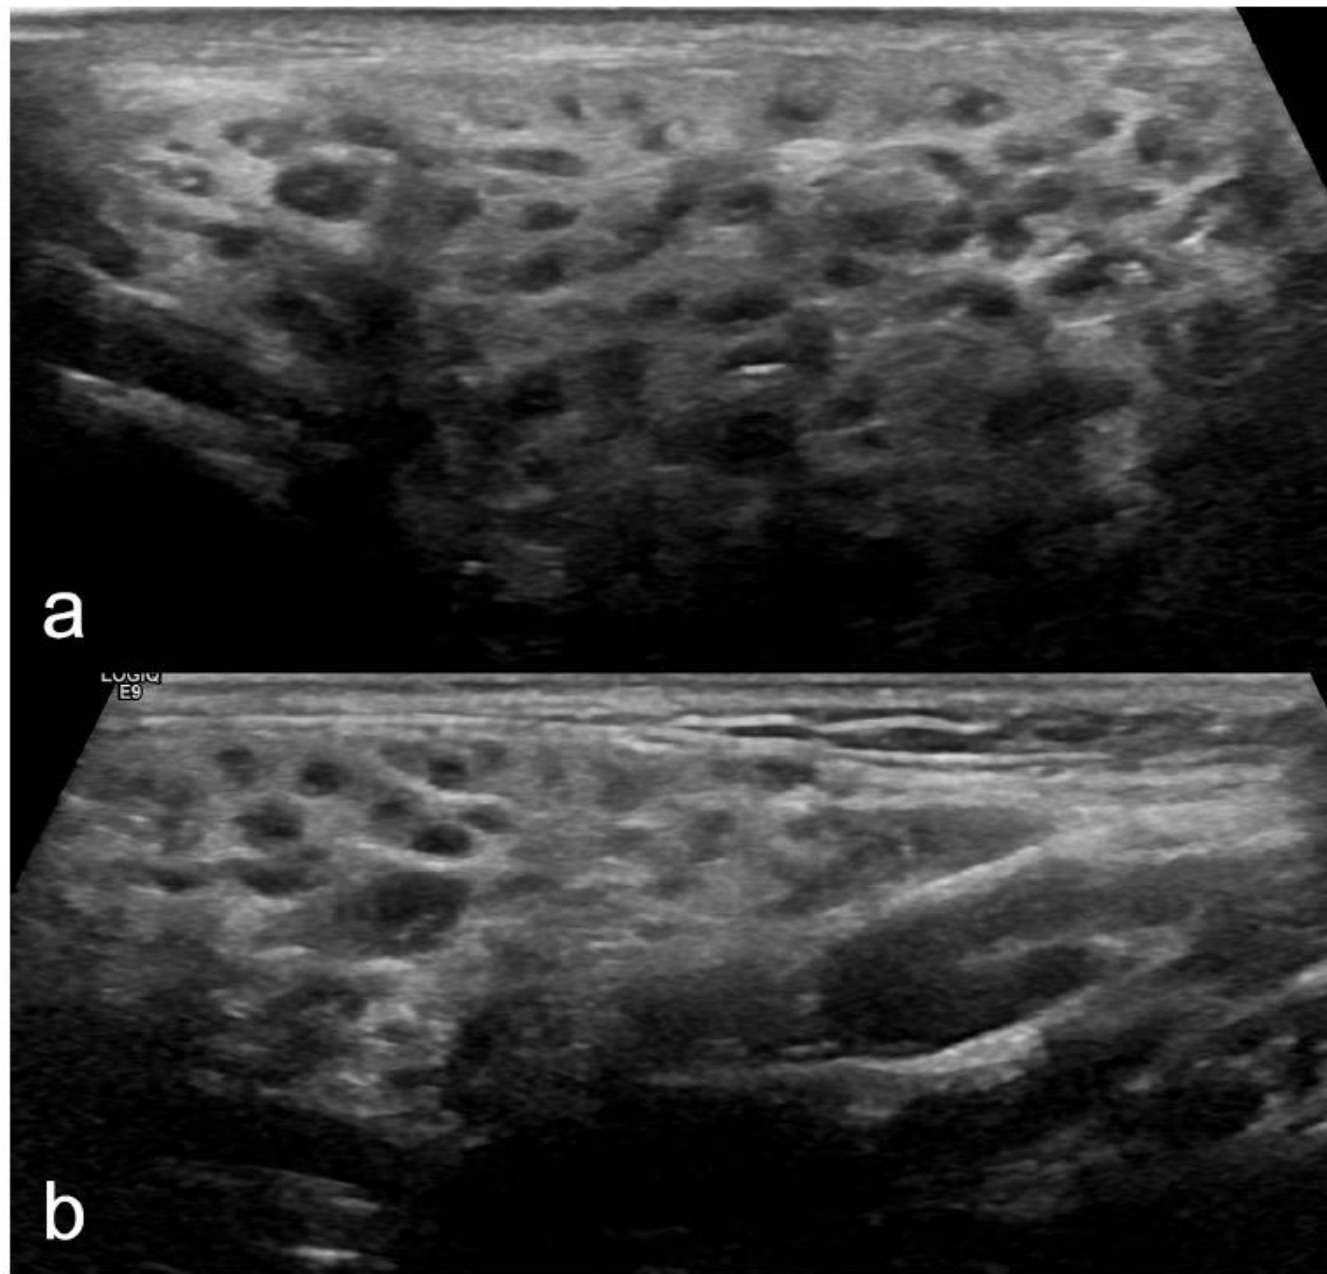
Grayscale ultrasound using a 15 MHz linear transducer demonstrates innumerable cystic and mixed cystic-solid lesions on a background of hetero glandular echotexture in the left parotid (a) and submandibular (b) glands of 68-year-old female with primary SS.
